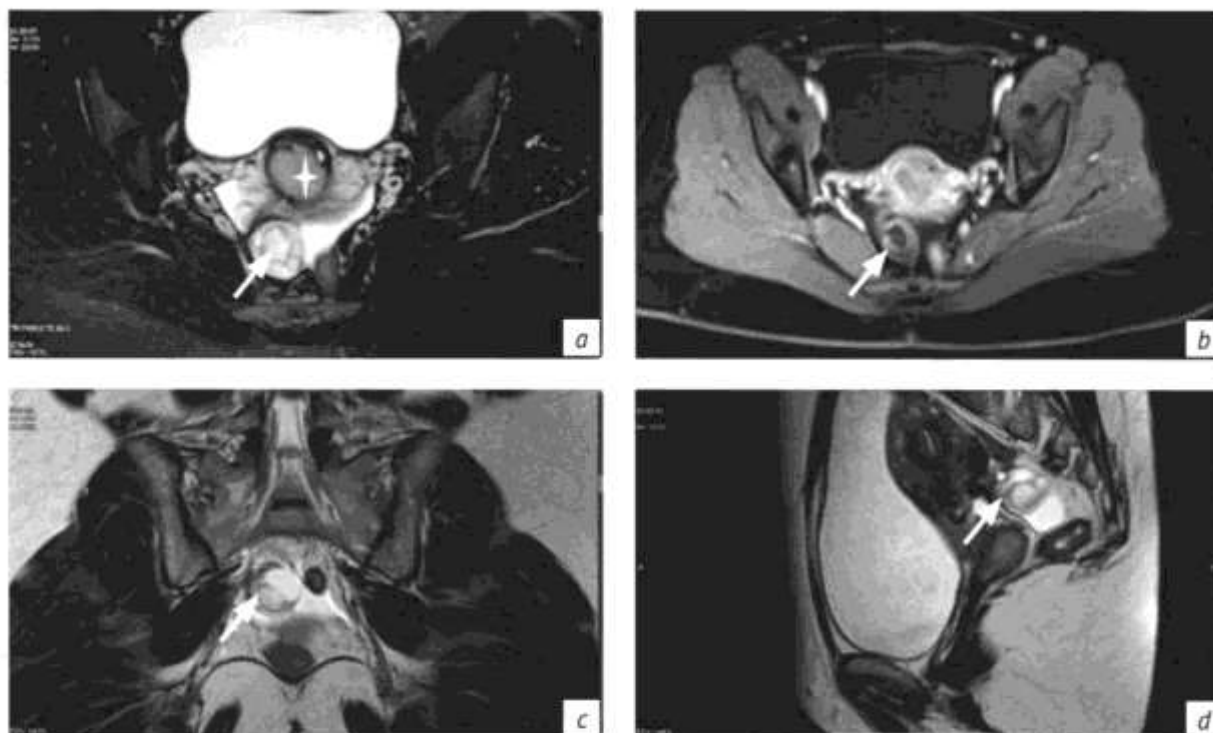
Результаты магнитно-резонансной томографии. Желтое тело правого яичника и фолликулы, имитирующие объемное образование яичника у женщины с раком шейки матки:
